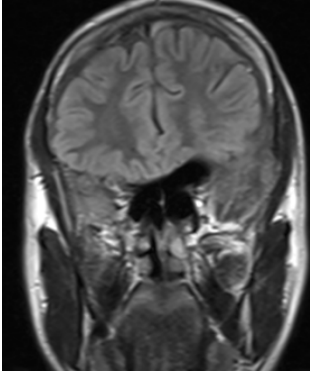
Şekil i: Postop 15. ay MRG
